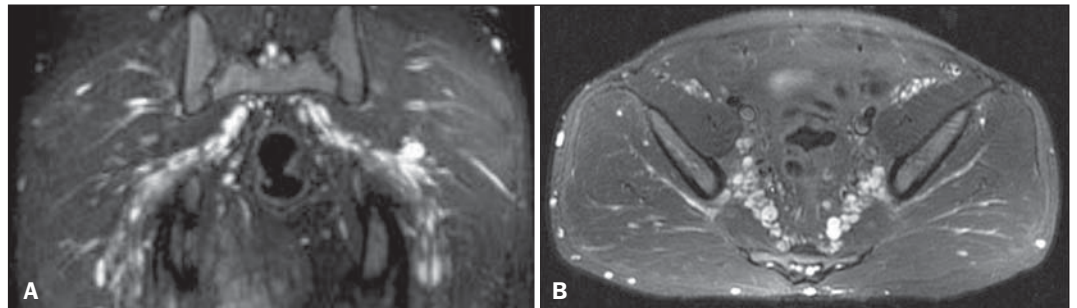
Ressonância magnética, cortes coronal e axial ponderados em STIR (A,B).
